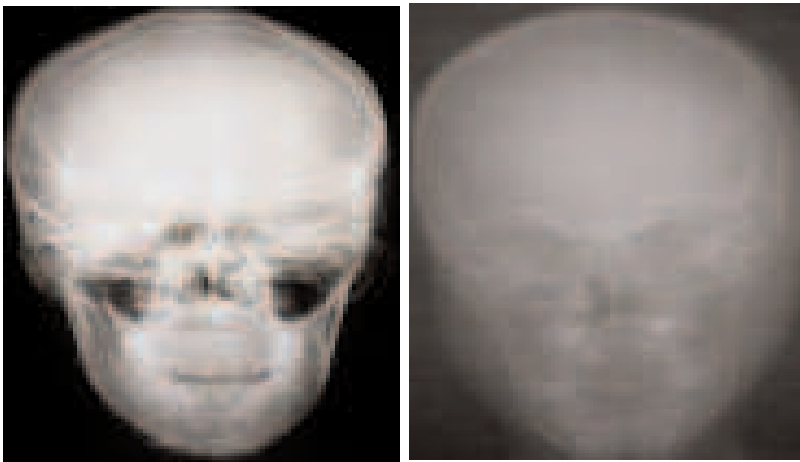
Radiographies standards du crâne incidence de face. a) fracture de l'os temporal gauche, l'embarrure sera confirmée par la tomодensitométrie ; b) fracture embarrure pariétale gauche
